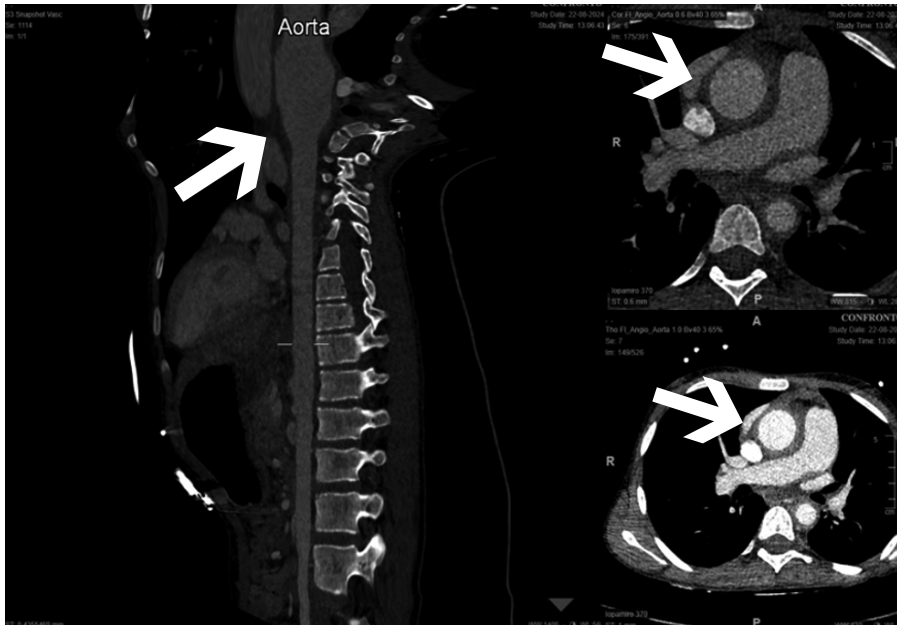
Angio-TC dell'aorta toracica. A sinistra, ricostruzione planare dell'aorta toracica con la dimostrazione di un aneurisma del primo tratto ascendente. A destra, fase venosa e arteriosa che dimostrano la presenza di ispessimento parietale dell'aorta toracica.
